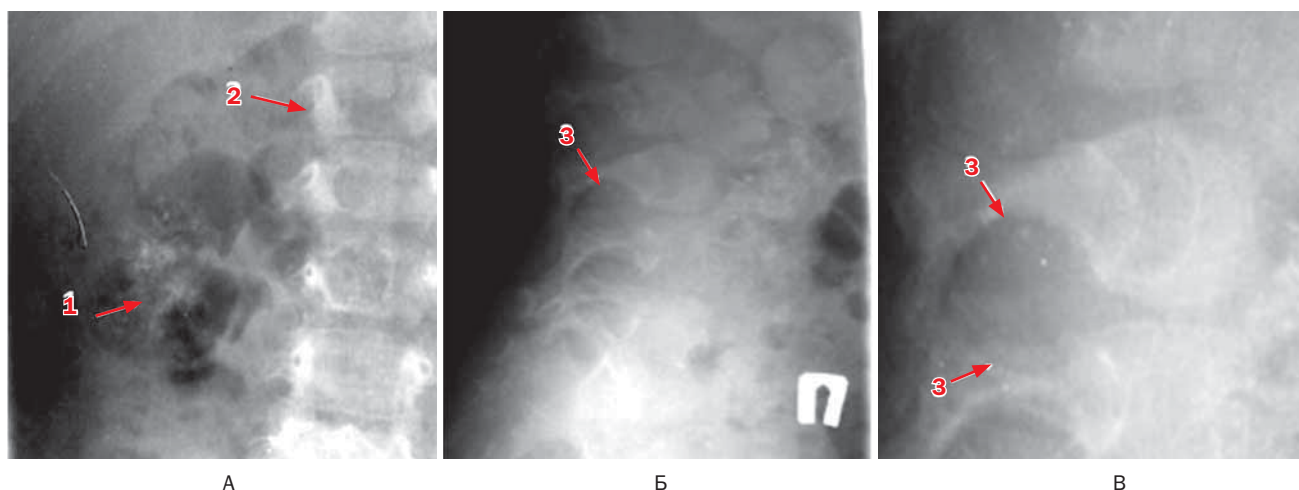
Больная Т., 16 лет. Ганглионейробластома забрюшинного пространства справа. Рентгенограммы поясничного отдела позвоночника в прямой (А) и боковой (Б, В) проекциях
